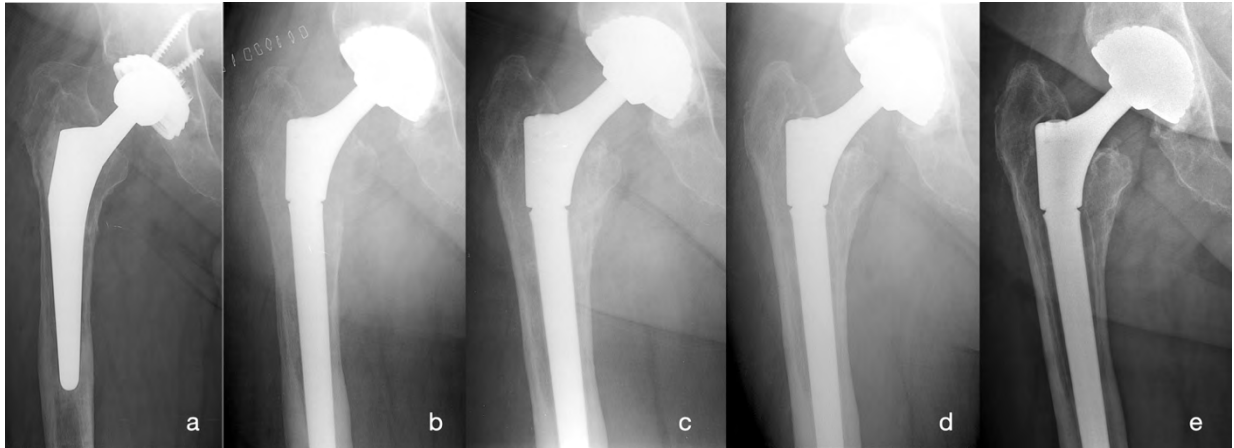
Subsidence stable with follow-up. Pre-operative radiography (a), immediate post-operative radiography (b), 3 mm early subsidence at 2 months (c), stable at 1 year (d) then 5 years (e) of follow-up
